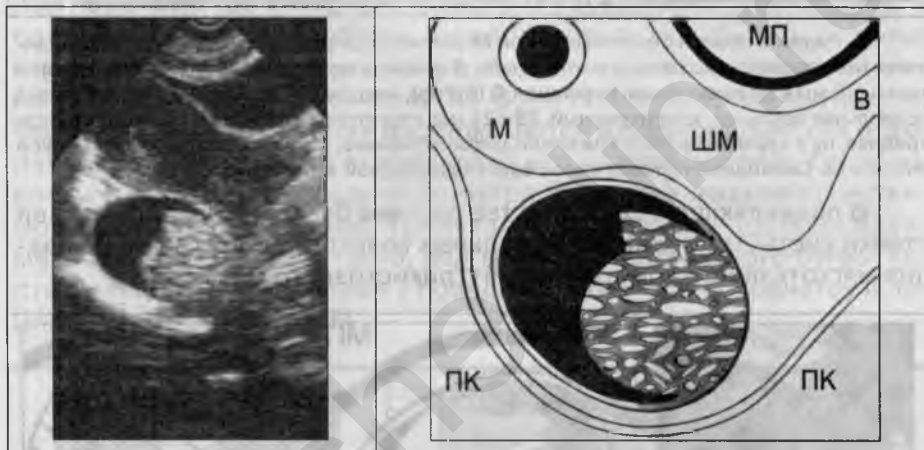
Тератодермоидная киста в позадидиматочном пространстве, выявленная во время УЗИ по поводу БРС.
